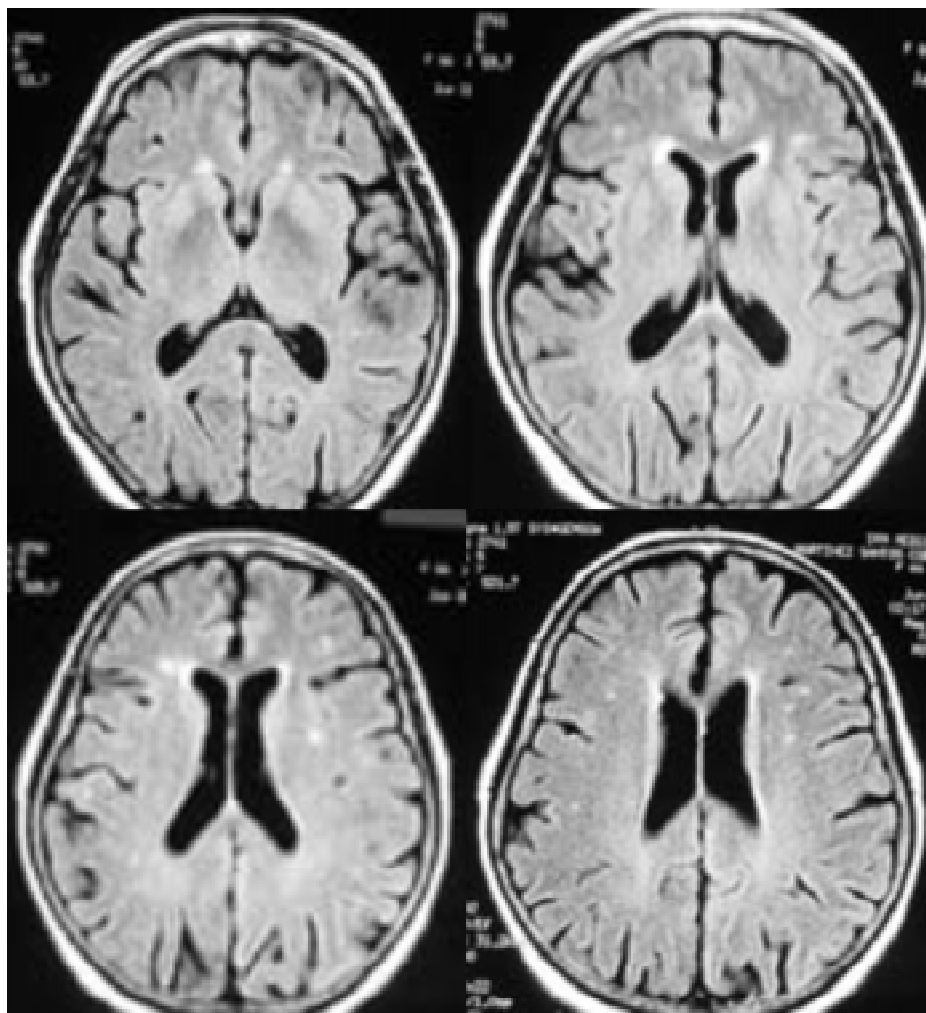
Resonancia magnética de cráneo (ver texto).
